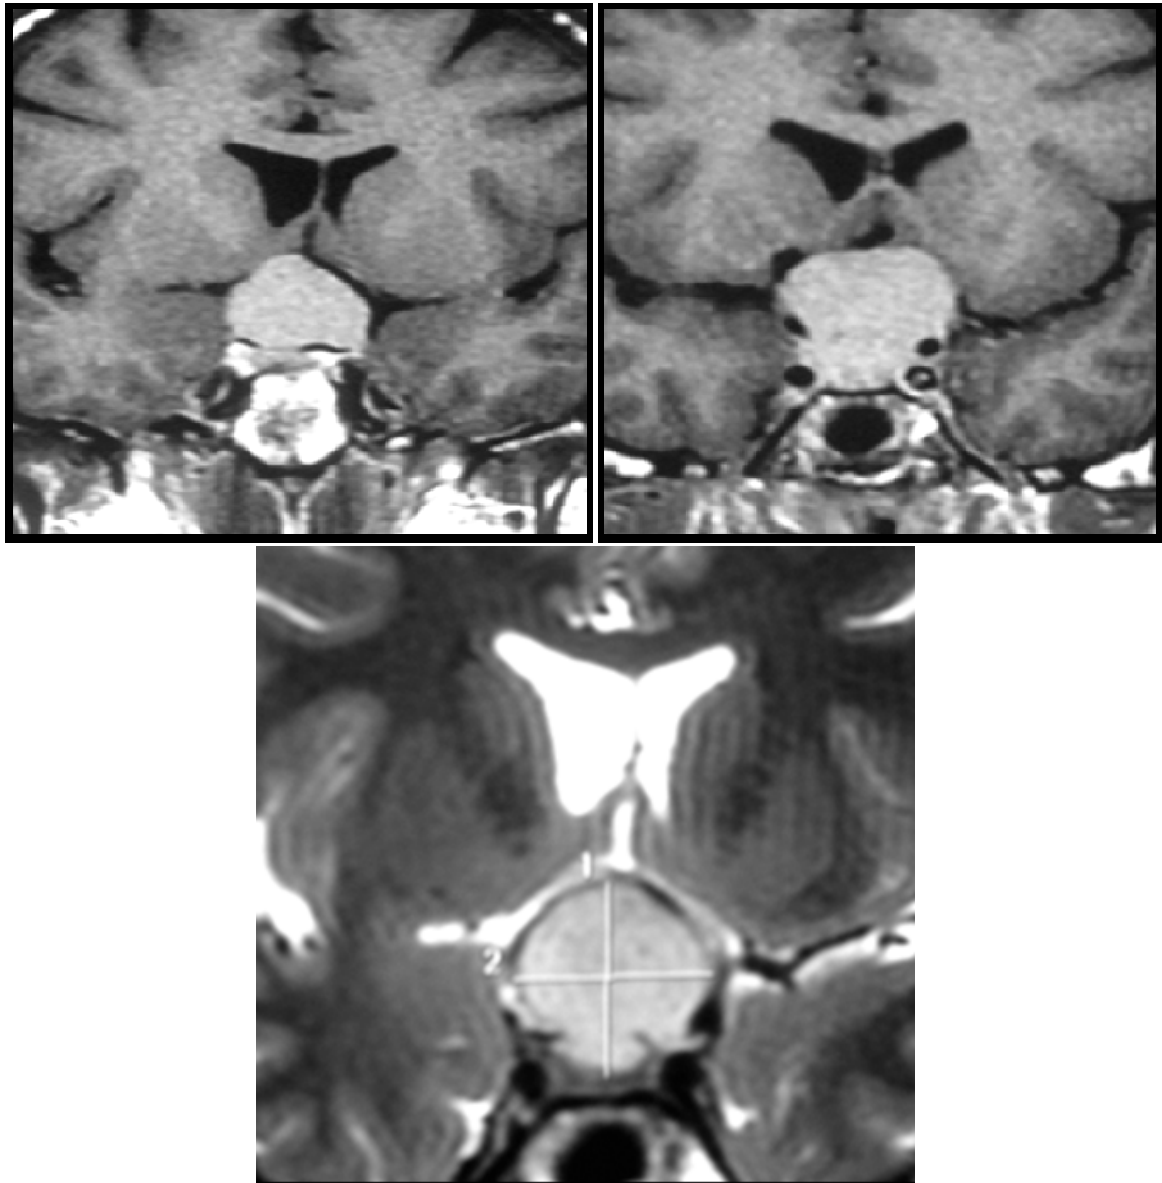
IRM en coupe coronale en séquence T1 avec injection de gadolinium et T2.
